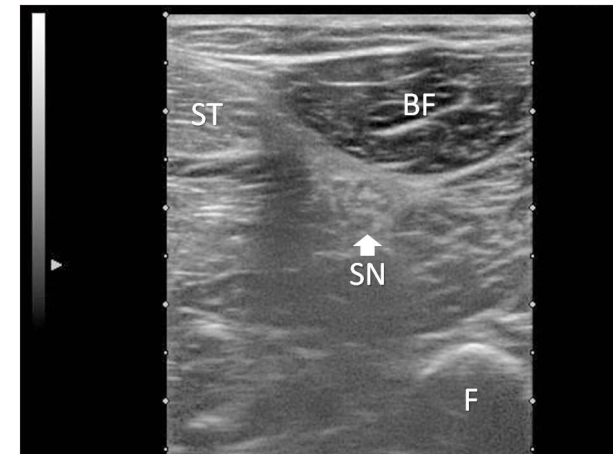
膝窩部近位における坐骨神経の超音波画像
